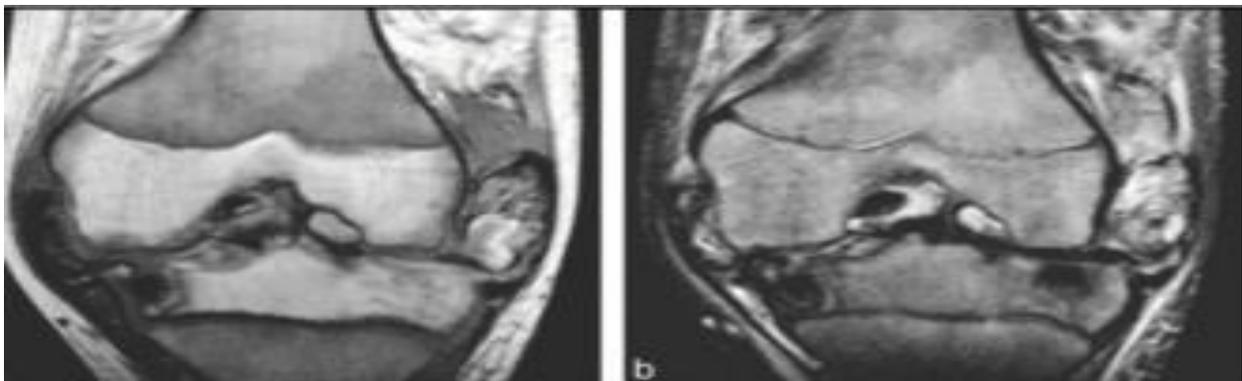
Arthropathie hémophilique du genou : Une IRM en coupes frontale T1 (a) et T2 (b) illustrant des dépôts synoviaux d'hemosidérine en hyposignal . [75]
